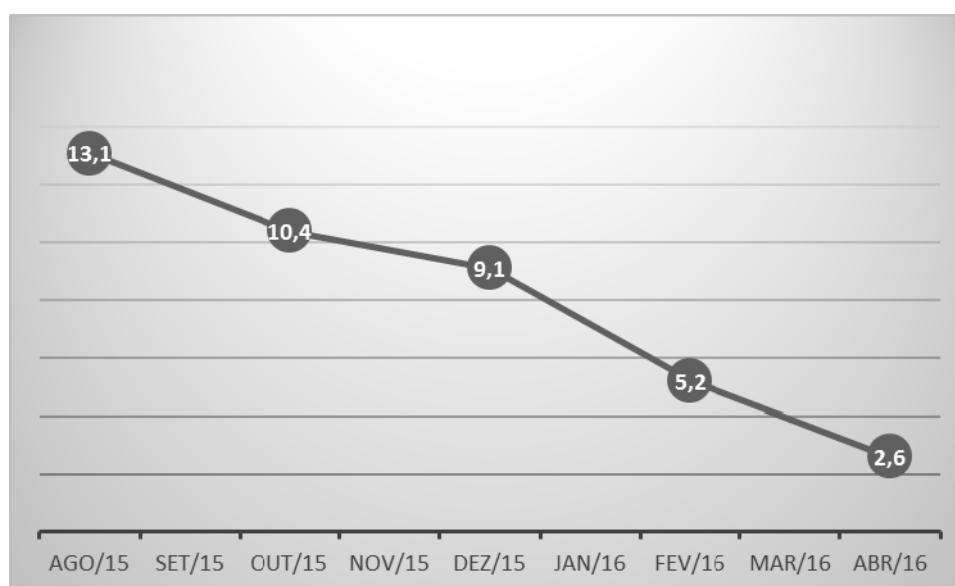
Análise intra-paciente da avaliação do SUV_{max} do músculo cardíaco x período de realização do PET-CT - Caso 10.
